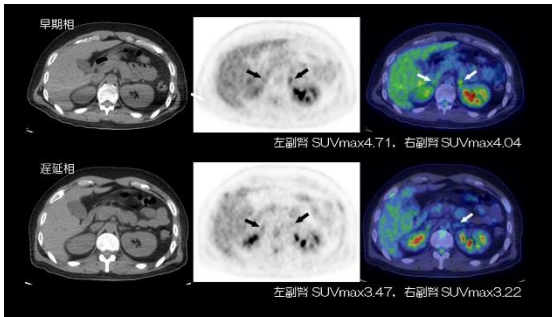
迷走神経反射症例の早期相と後期相の左右副腎のSUVmax
